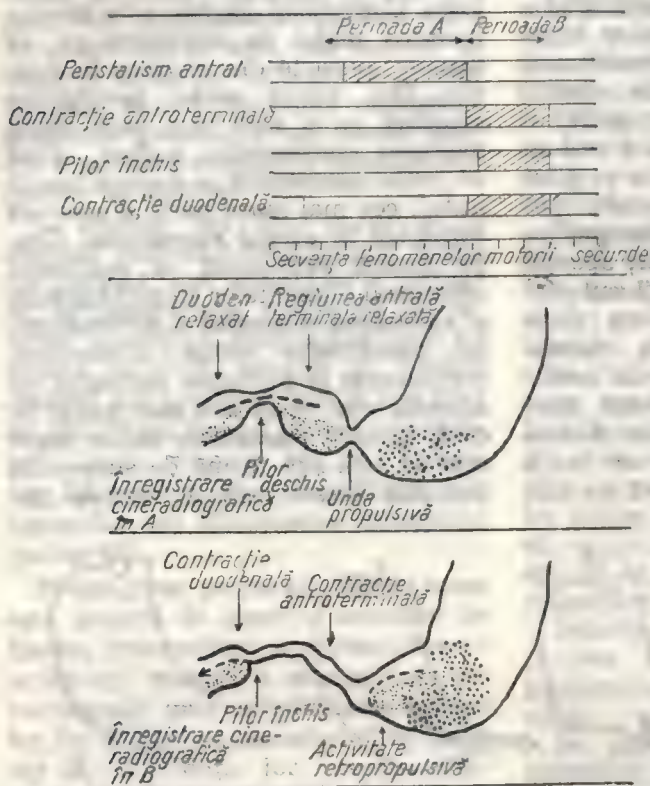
Observarea cine-radiografică a ciclului fenomenelor motorii în regiunea antroduodenală, consecutiv trecerii unei unde propulsive tip II (înregistrare la ciine). Perioada A: apariția unei unde peristaltice propulsive antrale, care împinge înaintea ei o parte din conținutul gastric; gradientul de presiune gastroduodenal (5/2,5 cm apă) asigură evacuarea în duoden cît timp este deschis pilorul. Perioada B: cînd unda propulsivă ajunge în antrul terminal, fiind foarte puternică și întinsă, urcă gradientul presional la 25—40 cm apă, permițînd ejecția unei fracțiuni suplimentare din conținutul gastric. Pilorul fiind închis în timpul unei bune părți a contracției antrale, chimul refluxează în stomac, asigurînd o mișcare de brasaj. Unda de contracție duodenală apare în timpul contracției antropilorice și asigură propulsia duodenală a alimentelor (reprodusă după Carlson H. C., Code C. F. și Nelson R. A., 1966).
